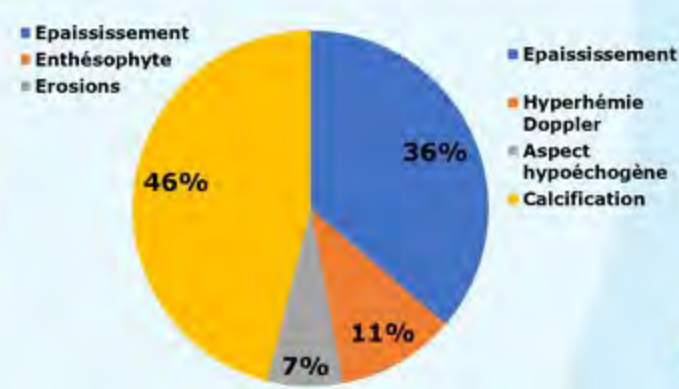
Résultats de l'étude échographique
